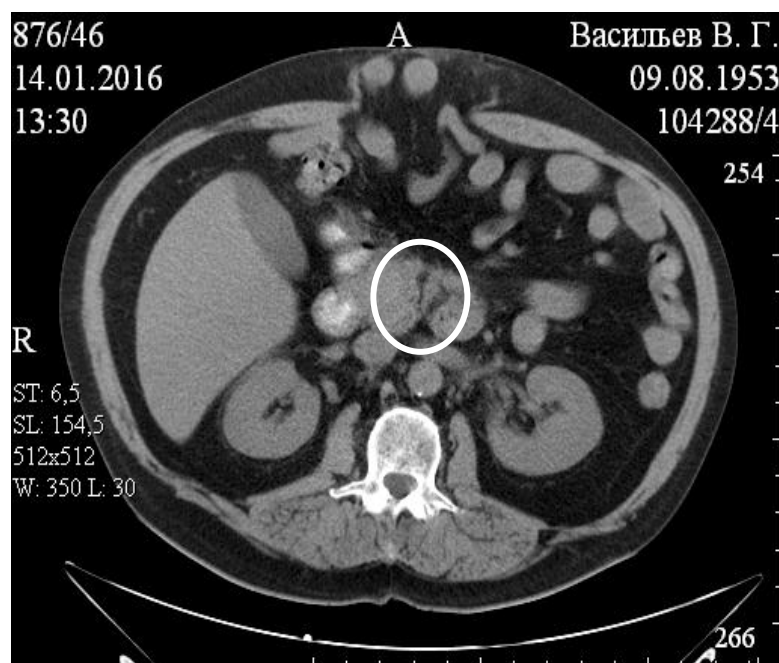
КТ органов брюшной полости. Б-ной В., 63 г. Имеется извитой свищевой ход от кожи до перешейка ПЖ, где есть глубокий дефект ее ткани. Вирсунгов проток в теле и хвосте расширен до 3,5 мм. Головка ПЖ уплотнена. Парапанкреатическая клетчатка не изменена.
